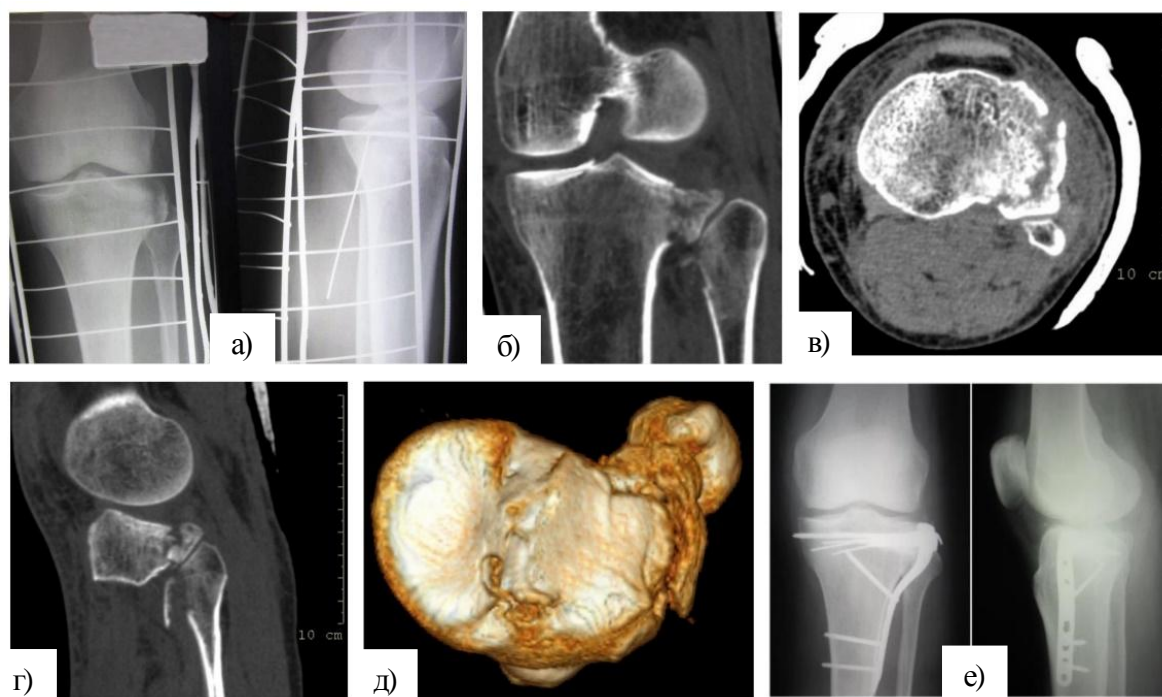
Рентгенограммы и срезы компьютерной томографии (КТ) левого коленного сустава пациента Ф., 46 лет: а – рентгенограммы в прямой и боковой проекциях до операции; б – фронтальный срез КТ; в – аксиальный срез КТ; г – сагиттальный срез КТ; д – трехмерное КТ изображение плато ББК; е – рентгенограммы в прямой и боковой проекциях в первые сутки после операции.
